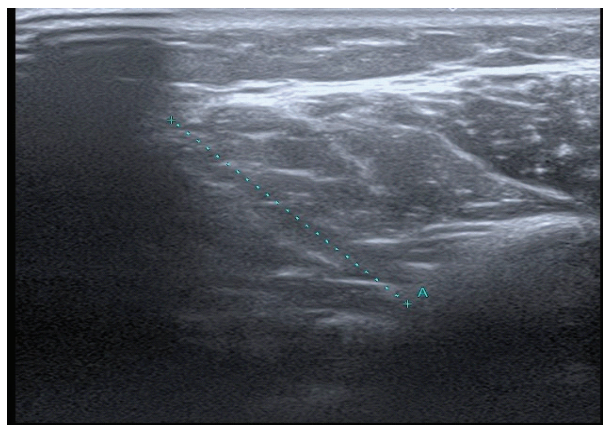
Ultrasound examination of the left deltoid muscle of patient A
